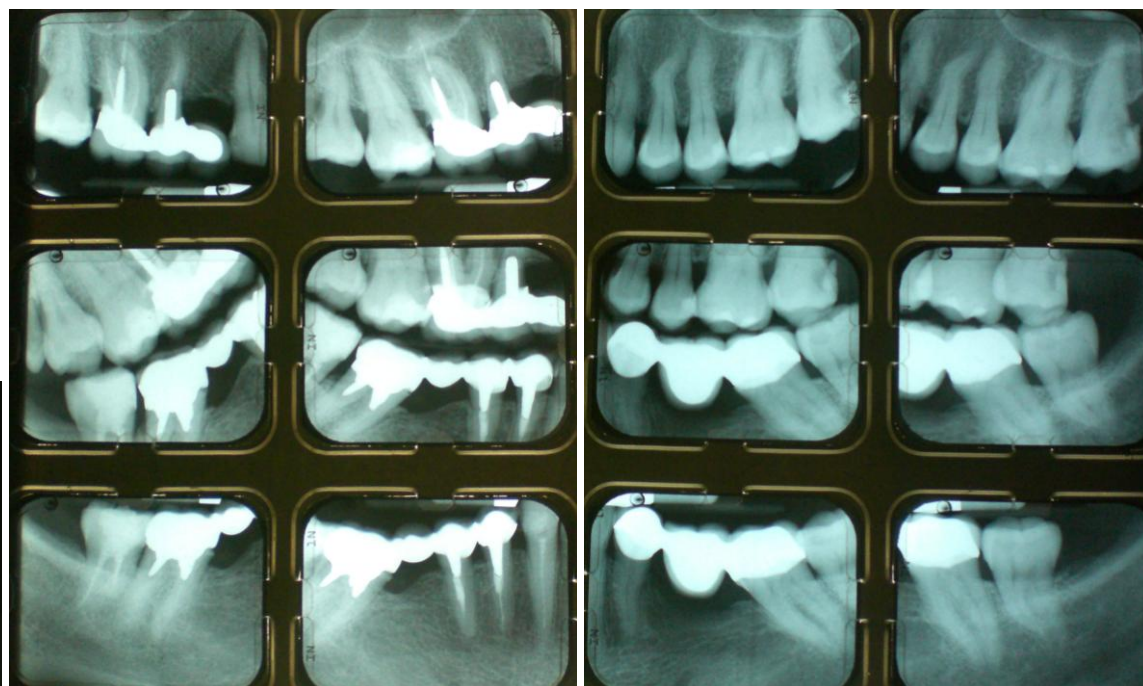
Radiographies rétro-alvéolaires et rétrocoronaires
